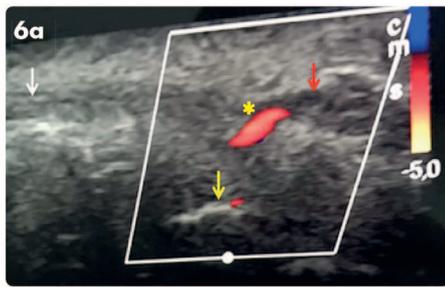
(a) Duplex ultrasound image of a patient with partial occlusion of the superior labial artery. Orbicularis oris muscle (white arrow), teeth (yellow arrow), hyaluronic acid deposit (red arrow). The yellow asterisk shows part of the superior labial artery with impaired flow. (b) Duplex ultrasound image of a patient with partial occlusion of the superior labial artery; 13 minutes after treatment with ultrasound-guided injection hyaluronidase, restoration of the flow was observed (green asterisk)
